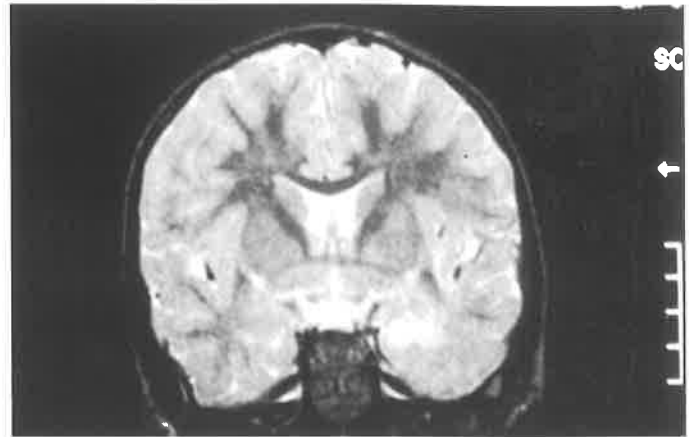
Ganglioglioma visto na imagem de RM ponderada em T2 mostrando lesão localizada nas estruturas mesiais do lobo temporal, tipicamente associada à epilepsia refratária em crianças.
